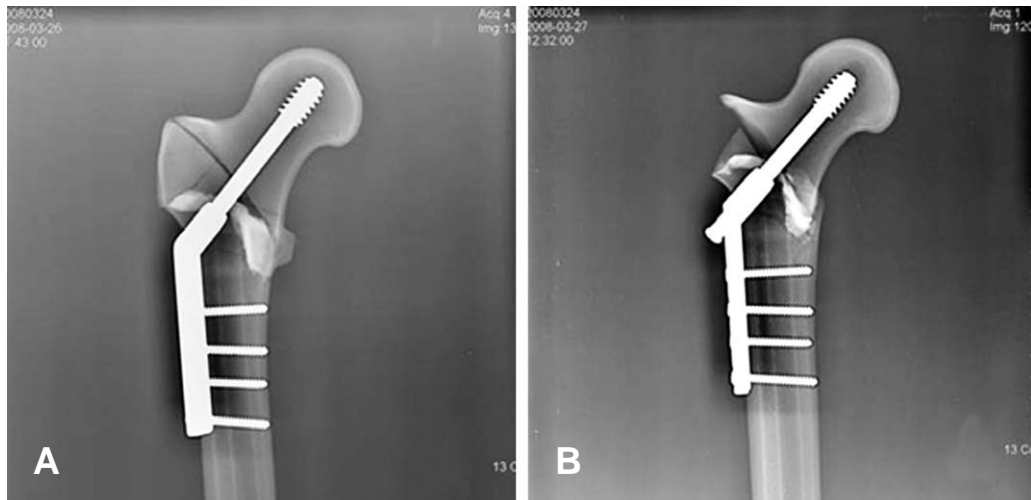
Biomechanical study of group 1(CHS group). (A) Anteroposterior radiographs of the bone-plate complex before Instron loading. (B) Anteroposterior radiographs of the bone-plate complex after Instron loading.
